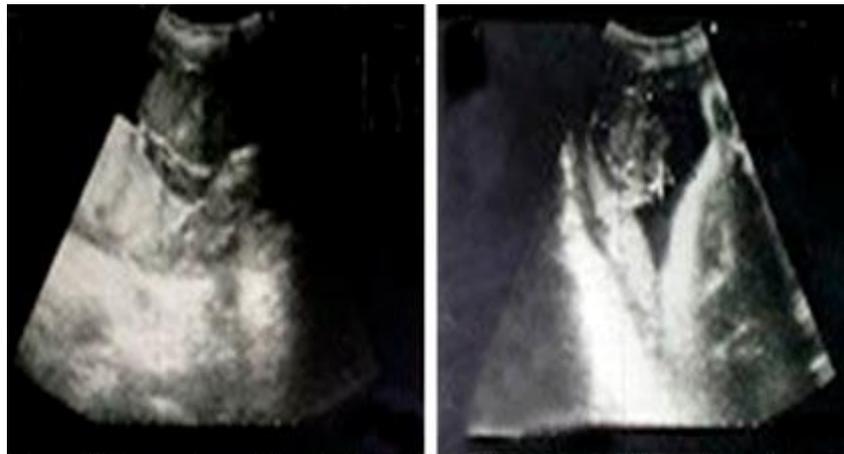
Muestra foto de imagen ultrasonográfica. Se observa una tumoración placentaria hipoecogénica de 6,5 x 4,8,(cm) que muestra flujo mixto en el Doppler.
